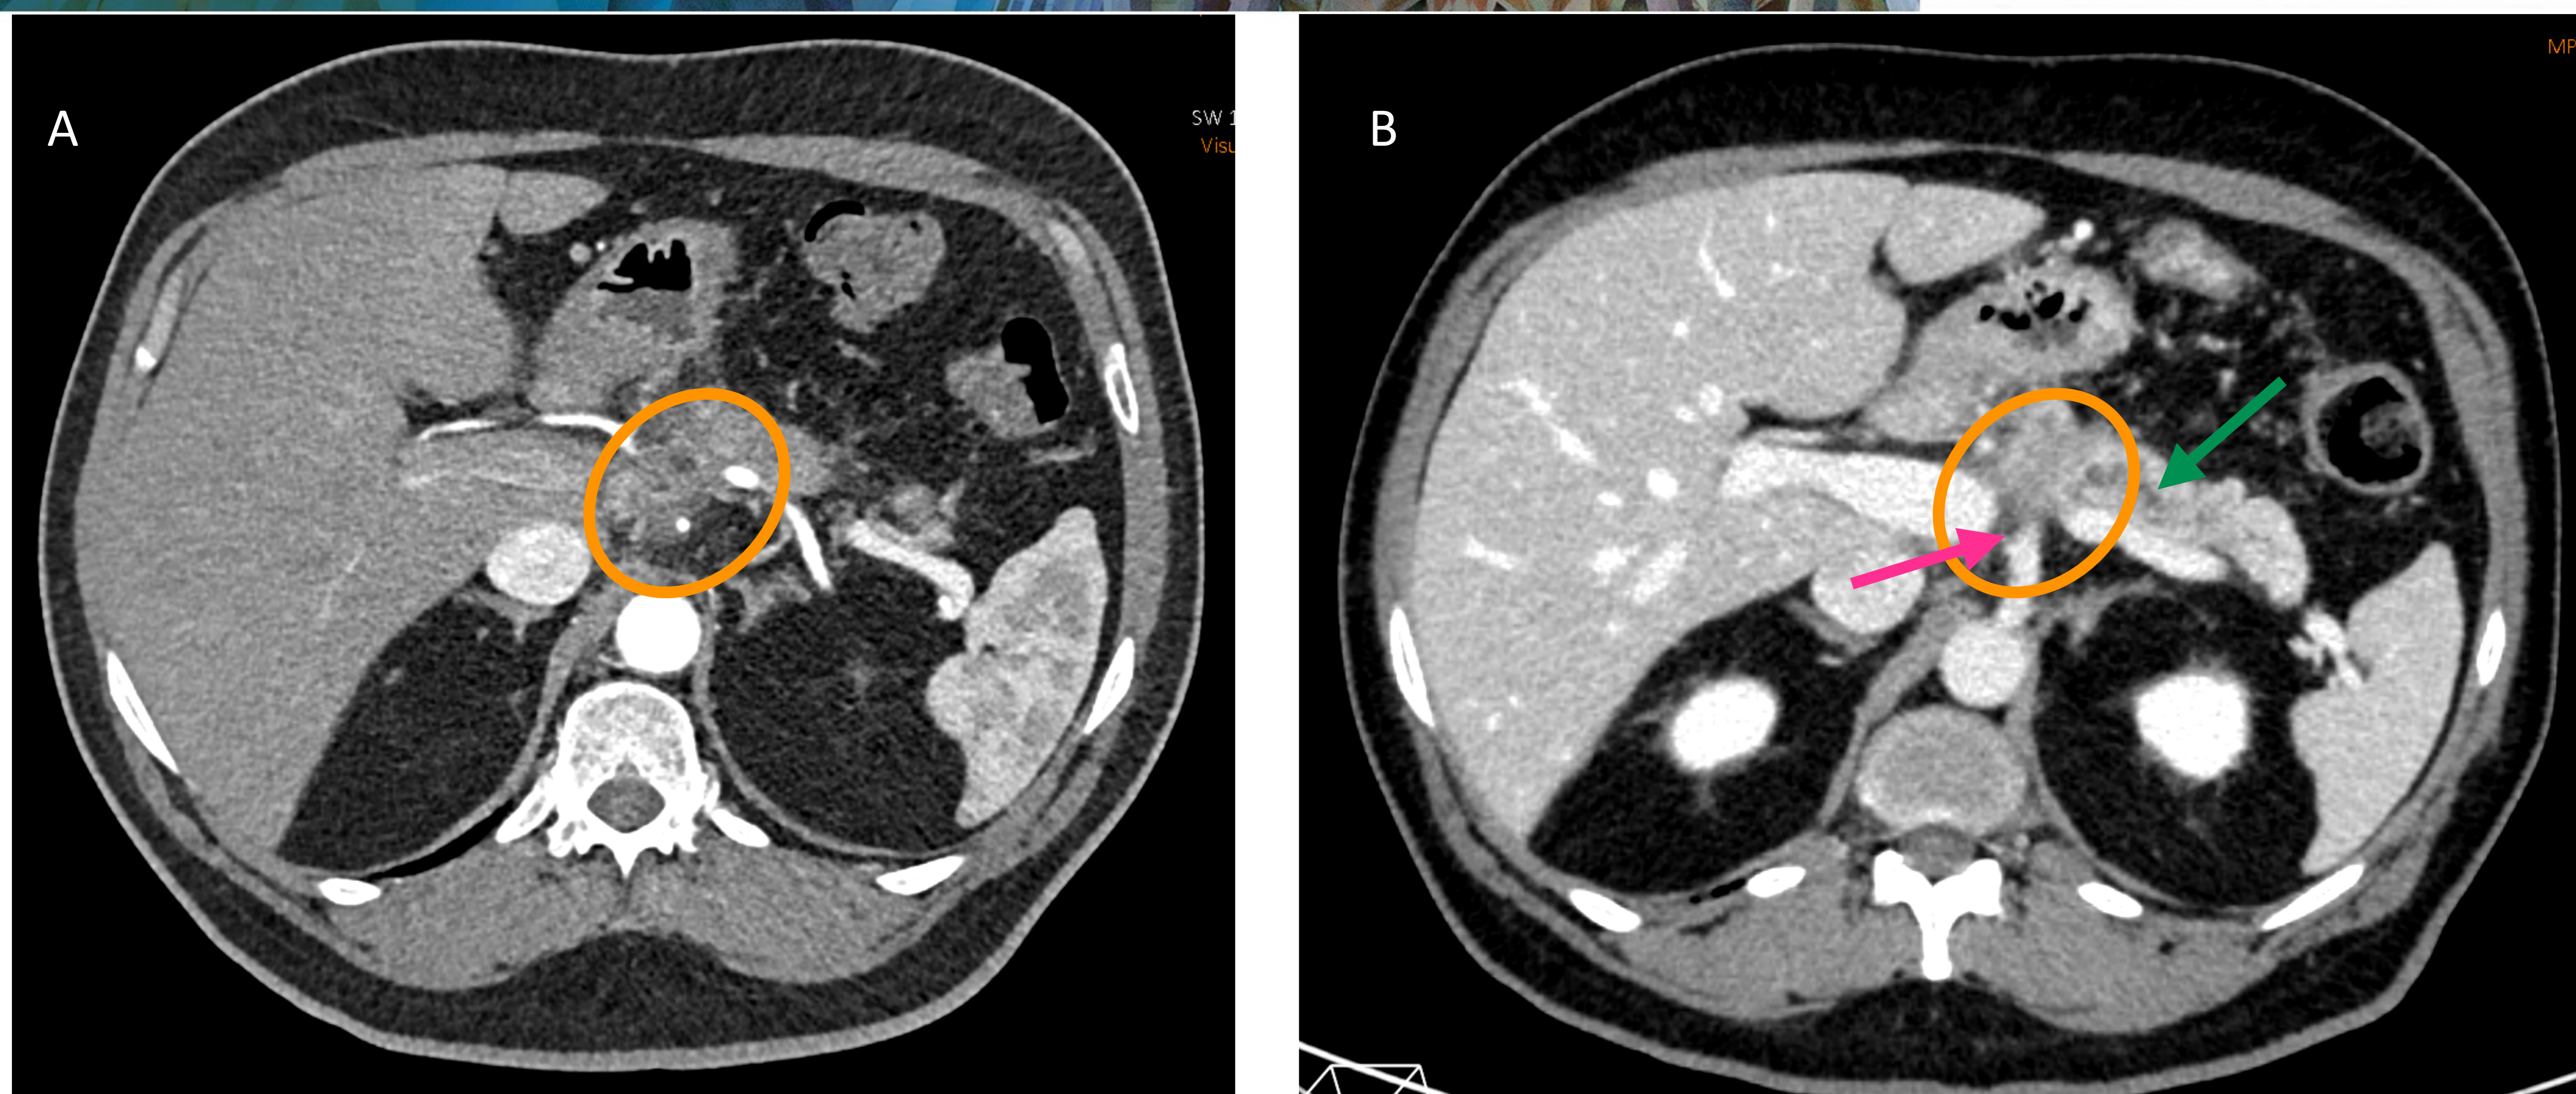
Imágenes de TC en fases arterial (A) y portal (B) del mismo paciente. Se visualiza una lesión mal definida (círculo), hipodensa respecto al resto del parénquima pancreático en ambas fases y con unas dimensiones de al menos 3,3 cm Tr x 2,7 cm AP. Provoca dilatación distal del Wirsung (flecha verde) y afecta al tronco celíaco (flecha rosa). El estudio anatomopatológico postquirúrgico reveló el origen neoplásico mixto (adenocarcinoma y neuroendocrino) de la lesión.
